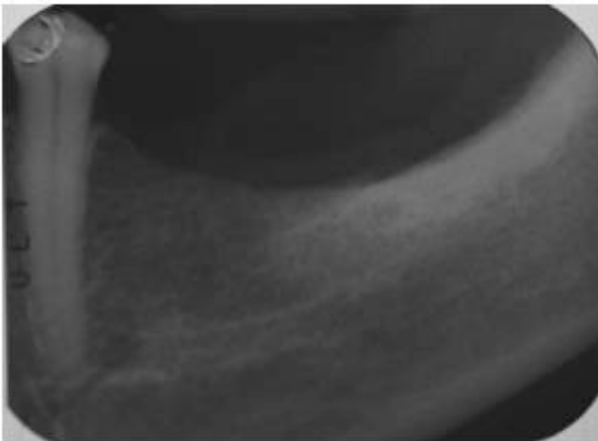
Radiografía pre-tratamiento (Grupo A)^[29]
